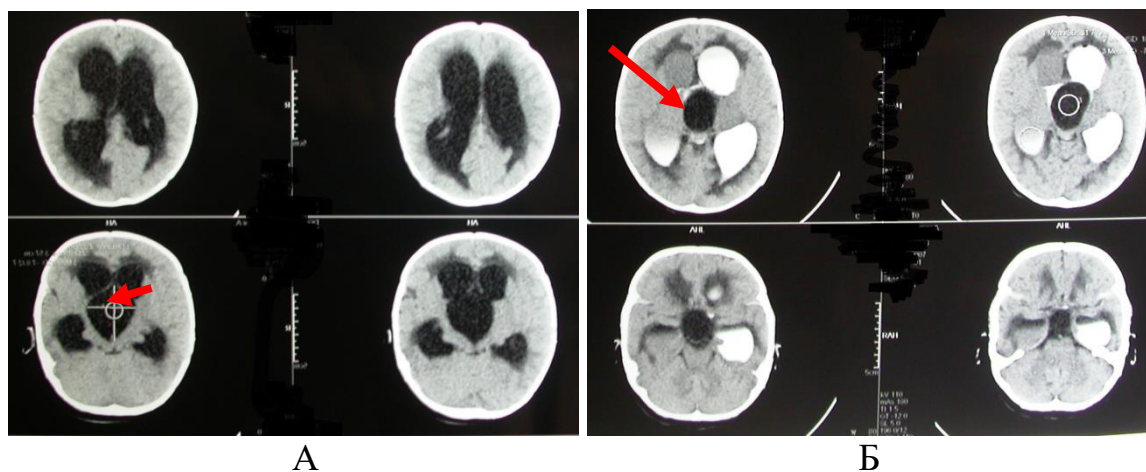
А — дооперационное СКТ головного мозга. Киста, вызывающая расхождение ножек мозга, значительное увеличение полости III желудочка относительно обоих боковых желудочков (указано стрелкой); Б — интраоперационное СКТ, распространение контраста по желудочкам мозга, киста расположена в полости III желудочка (указано стрелкой)
